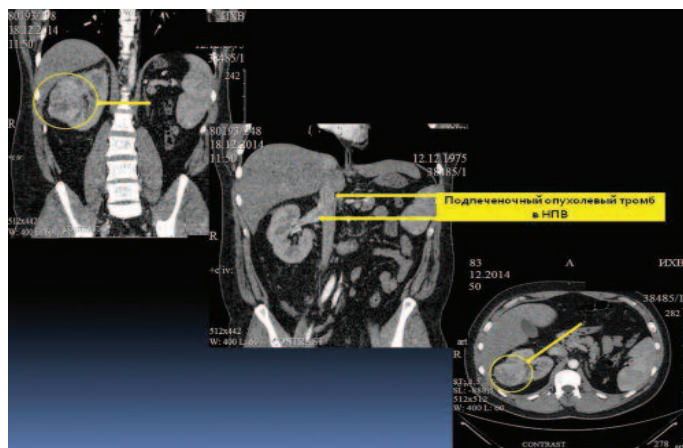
Мультиспиральная компьютерная томография (МСКТ) почек. Стрелками указана локализация опухоли и опухолевого тромба в нижней полой вене.
